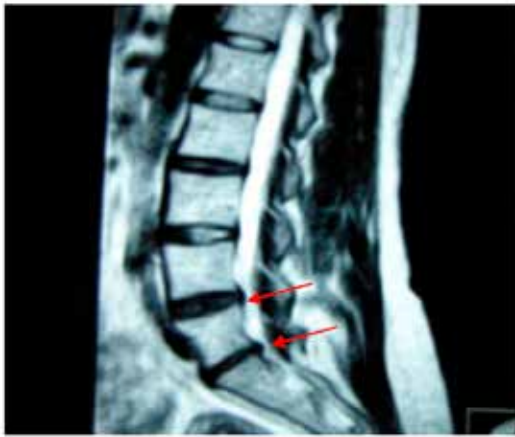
MRI pre tratamiento caso 1
